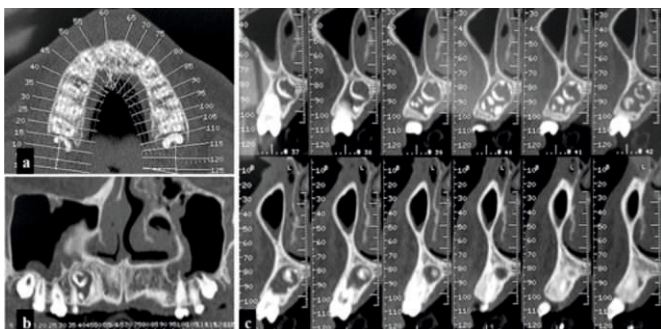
Computed tomography scan: (a) axial slice (b) panoramic reconstruction and (c) coronal oblique slices showing expansive mixed lesion in the premolar region of the right maxilla.
